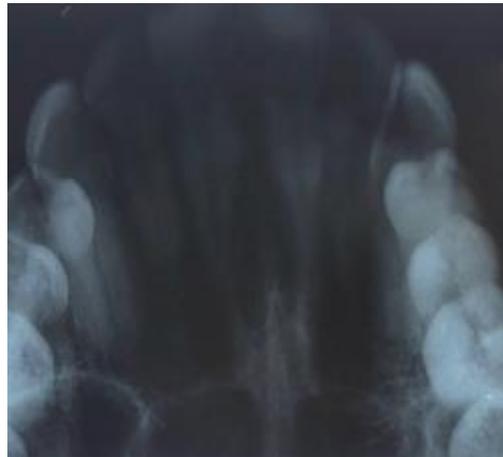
Radiografia oclusal de maxila. Presença de lesão cística e radiolúcida em região posterior ao forame incisivo.
